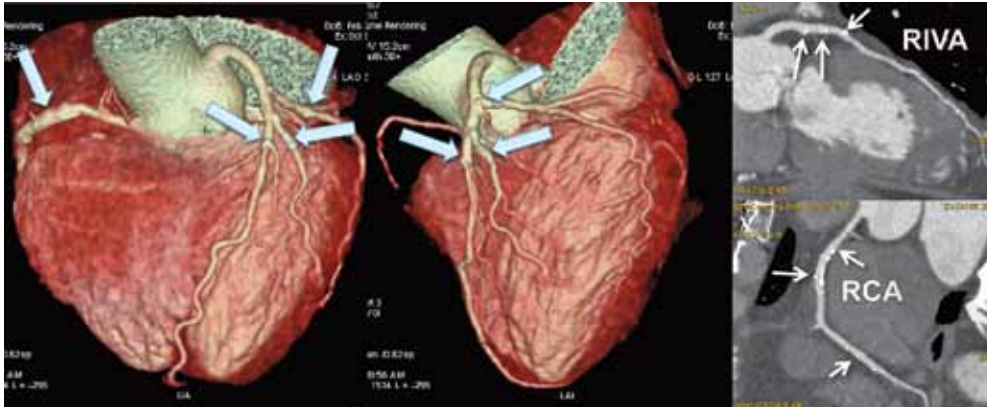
CT Koronarangiographie bei einem 66-jährigen asymptomatischen Diabetiker. Die Untersuchung zeigt deutliche nicht-stenosierende verkalkte Plaques in allen drei Hauptästen sowie dem ersten Diagonalast (Pfeile). Ein solches Untersuchungsergebnis rechtfertigt eine aggressive medikamentöse Therapie zur Reduktion des kardiovaskulären Risikos.
